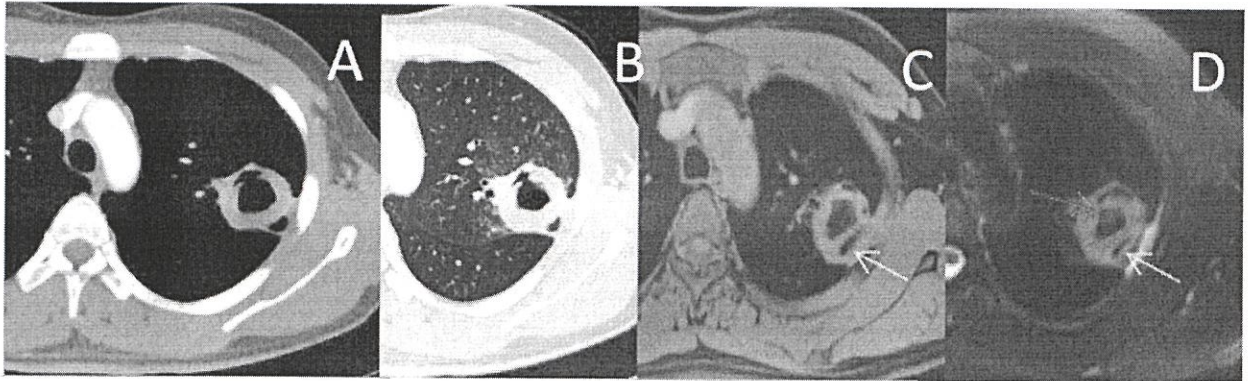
Верхний ряд КТ (А и В) и МРТ легких (С и D). В верхней доле левого легкого визуализируется толстостенная полость. По данным МРТ был описан периферически расширенный дренирующий бронх. На T2-взвешенных изображениях был виден местный плевральный выпот (D) [14]
